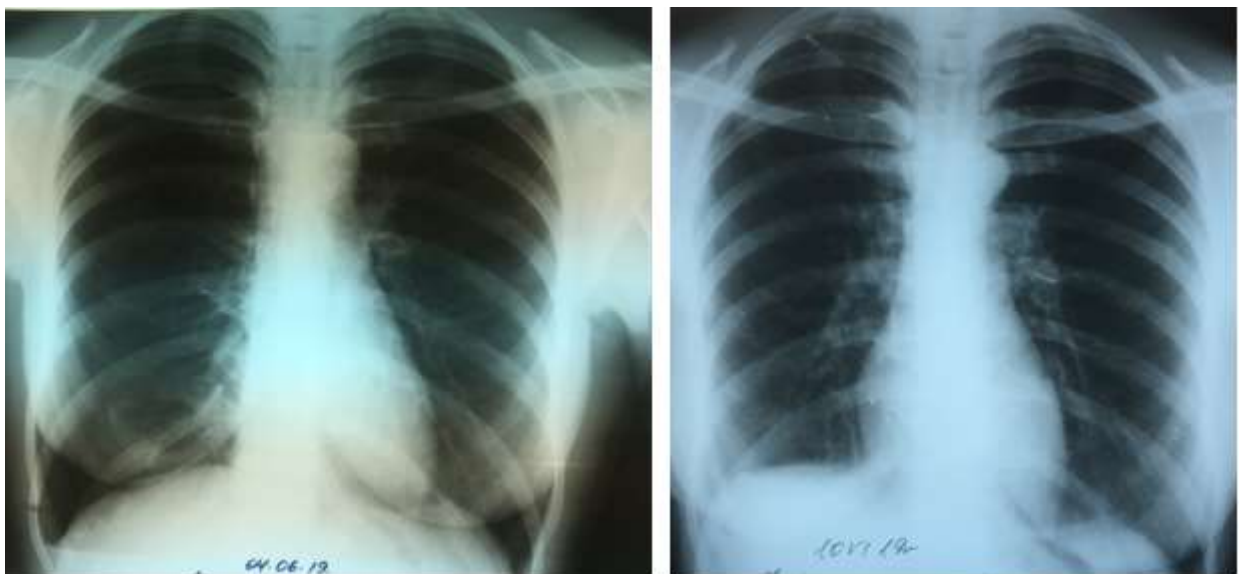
До- та післяопераційна рентгенографія (пацієнтка М., 37 років)
